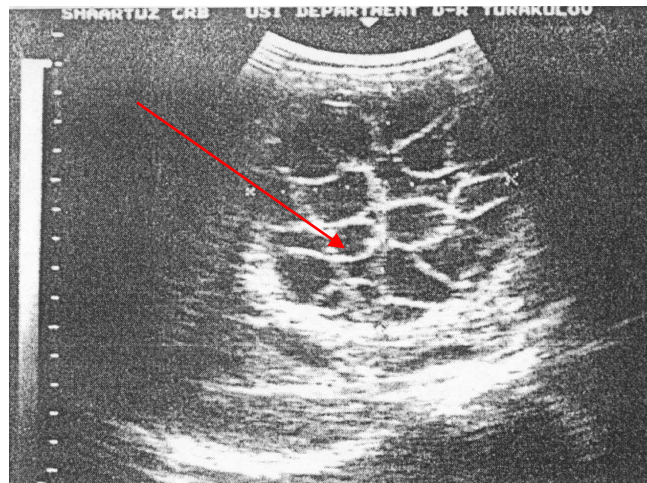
УЗИ печени. УЗ-признак «рыбьей чешуи» (форма кисты более плоская)
